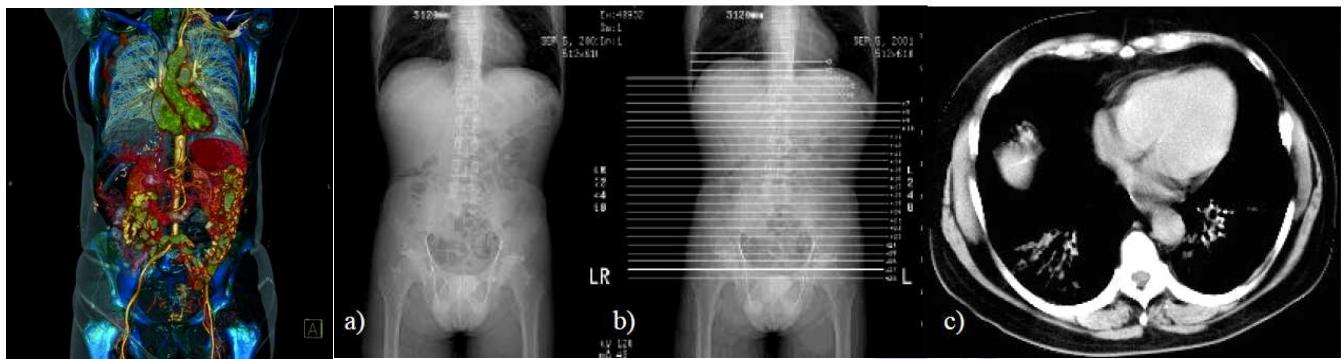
Principe d'une acquisition CT-scan
